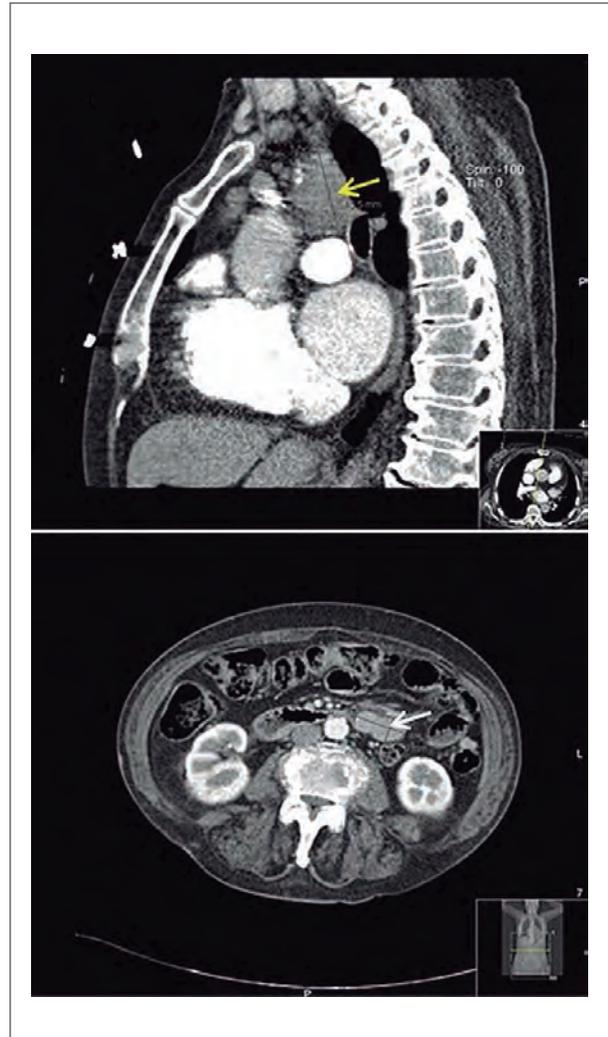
Computed tomography revealing a paratracheal adenopathy with 46×32×26 mm (yellow arrow) and a mesenteric root conglomerate adenopathy with 36×19 mm (white arrow).
